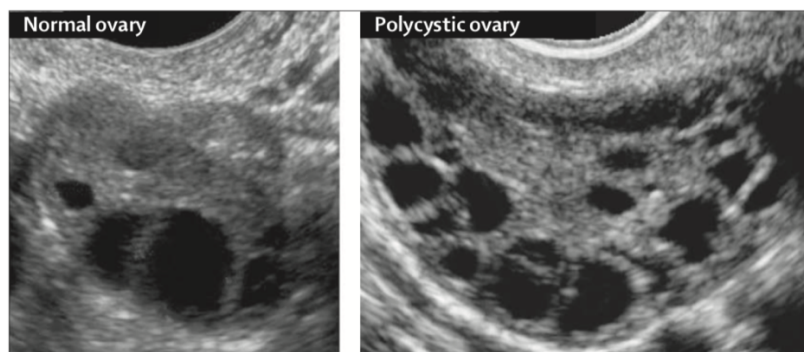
Normal and polycystic ovary shown by transvaginal ultrasonography during the follicular phase of a menstrual cycle (3).
